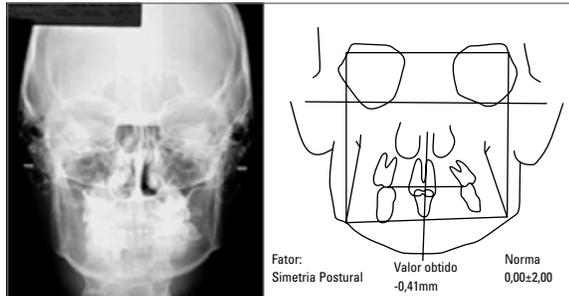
Radiografia em norma posteroanterior e traçado cefalométrico do paciente do sexo masculino.
